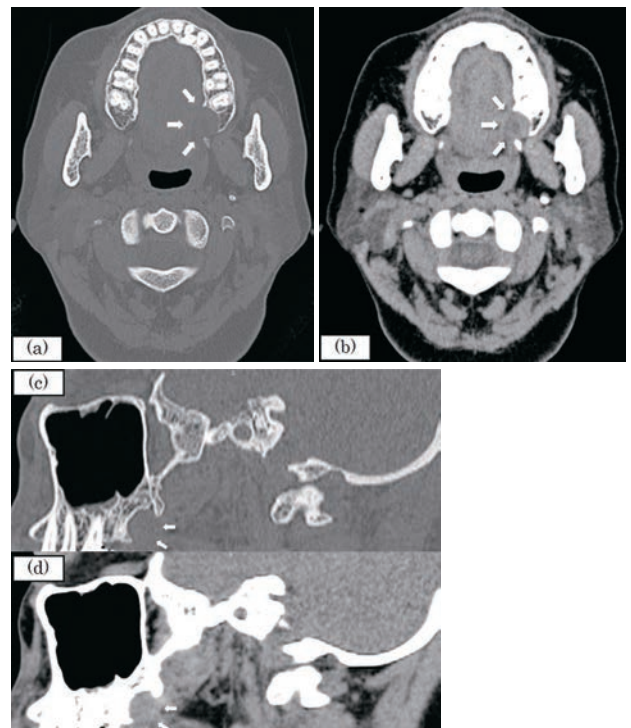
CT画像：水平断(a：硬組織 b：軟組織)および矢状断(c：硬組織 d：軟組織)
